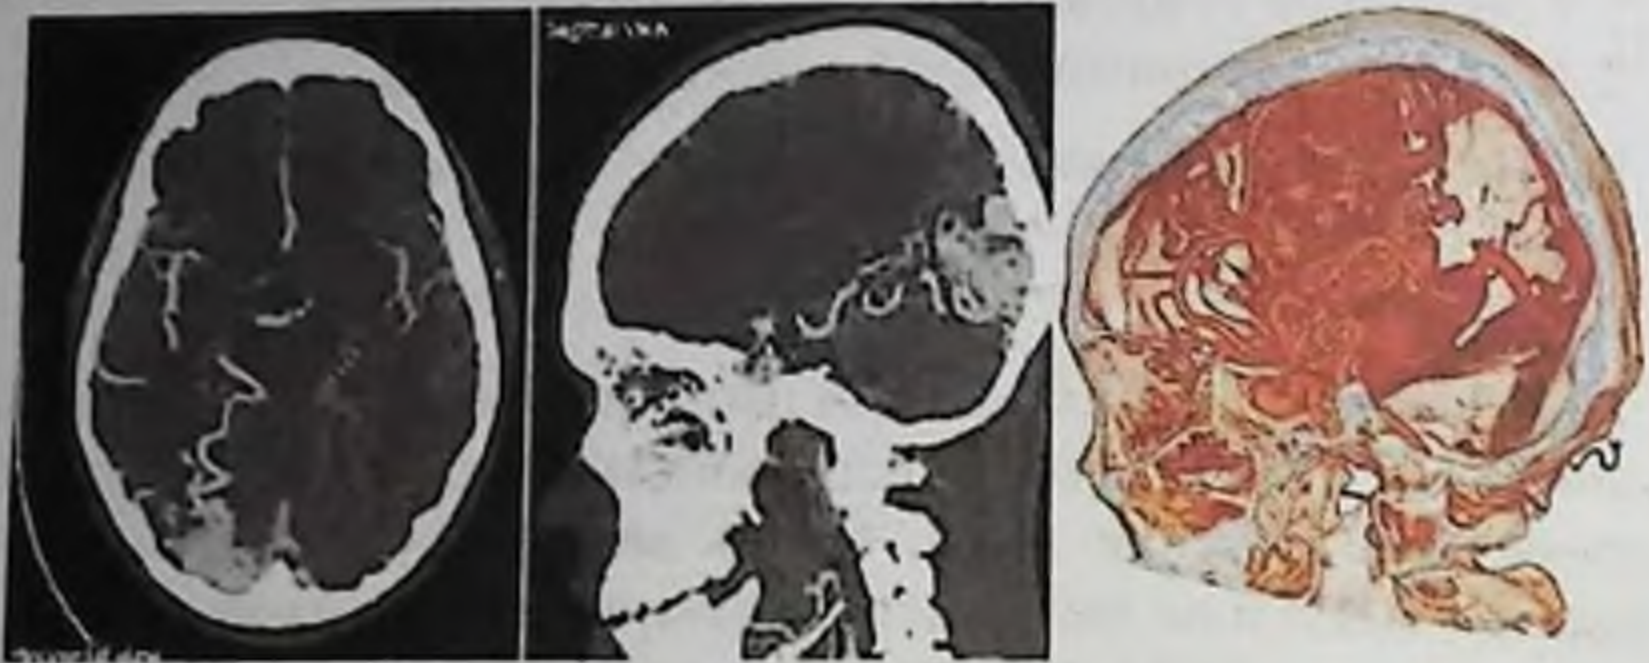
МСКТ ангиография АВМ головного мозга
